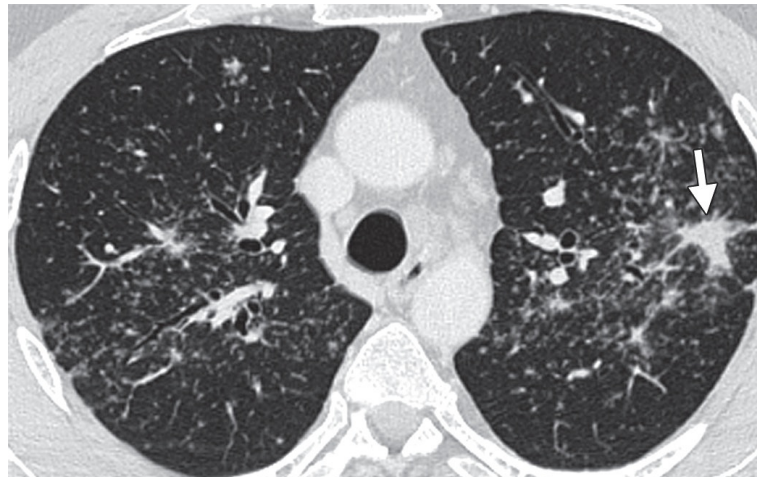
Tomografia computadorizada de alta resolução com múltiplos micronódulos peri-brônquicos e área de densificação em doente com sarcoidose pulmonar. (Retirado de: Criado, E. *et al.*, 2010)
